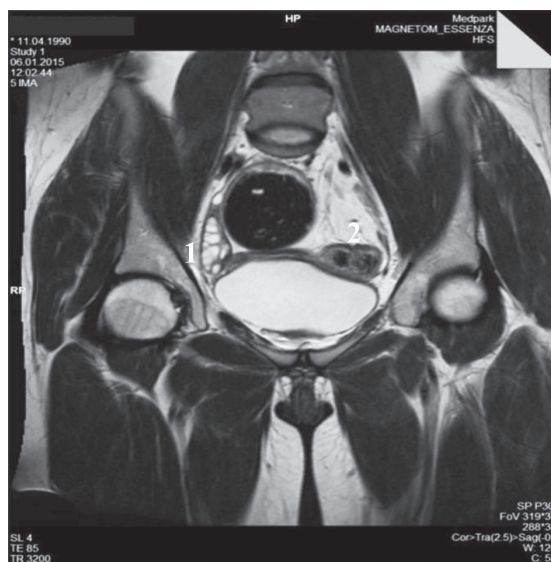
IRM în secțiune coronală (T2W) în sindromul MRKH: ovar normal dezvoltat din dreapta (1), rudiment uterin cavitat din stânga (2).
